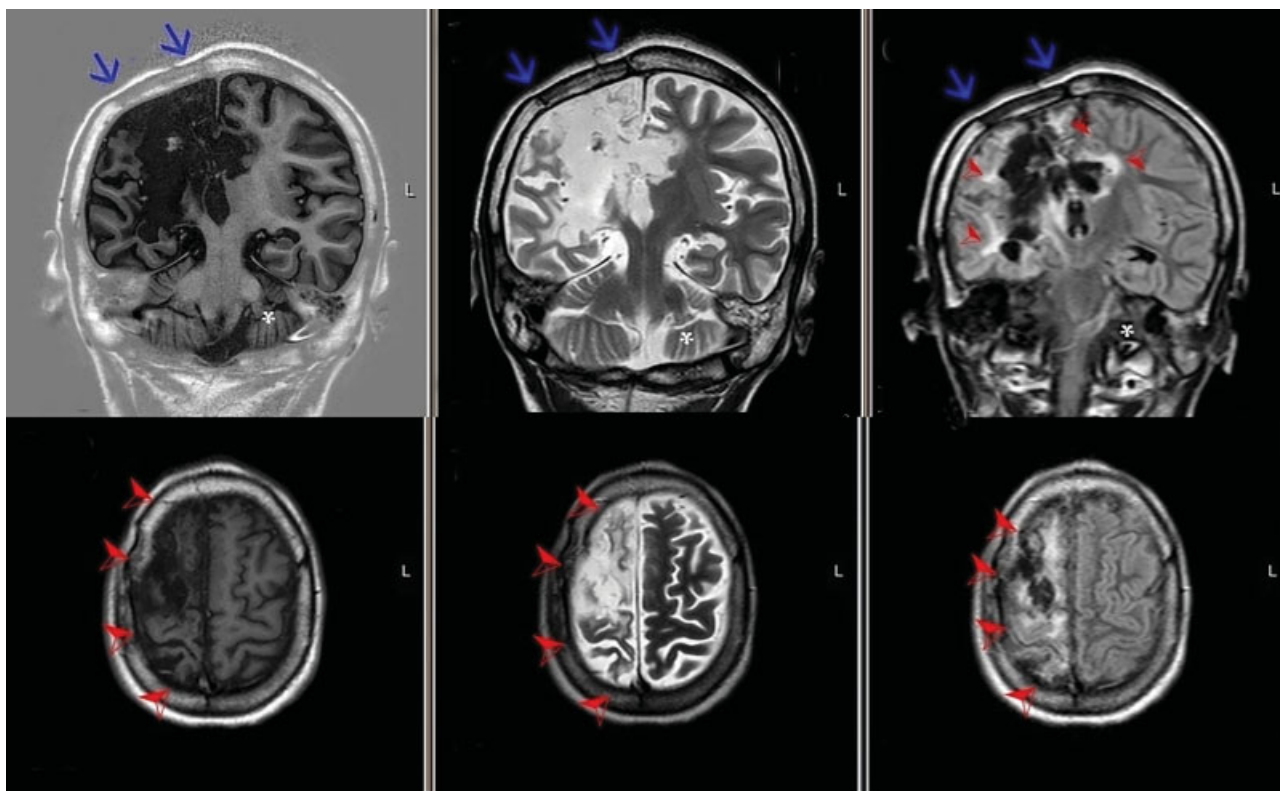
RM encefálica. Arriba (corte coronal): T1 (izquierda), T2 (centro) y FLAIR (derecha): Signos de instrumentación quirúrgica (flecha azul) y signos de gliosis evidentes en secuencias ponderadas en T2 y FLAIR (puntas de flechas). Abajo (corte axial): T1 (izquierda), T2 (centro) y FLAIR (derecha): Hemiatrofia cerebral derecha (puntas de flechas).
